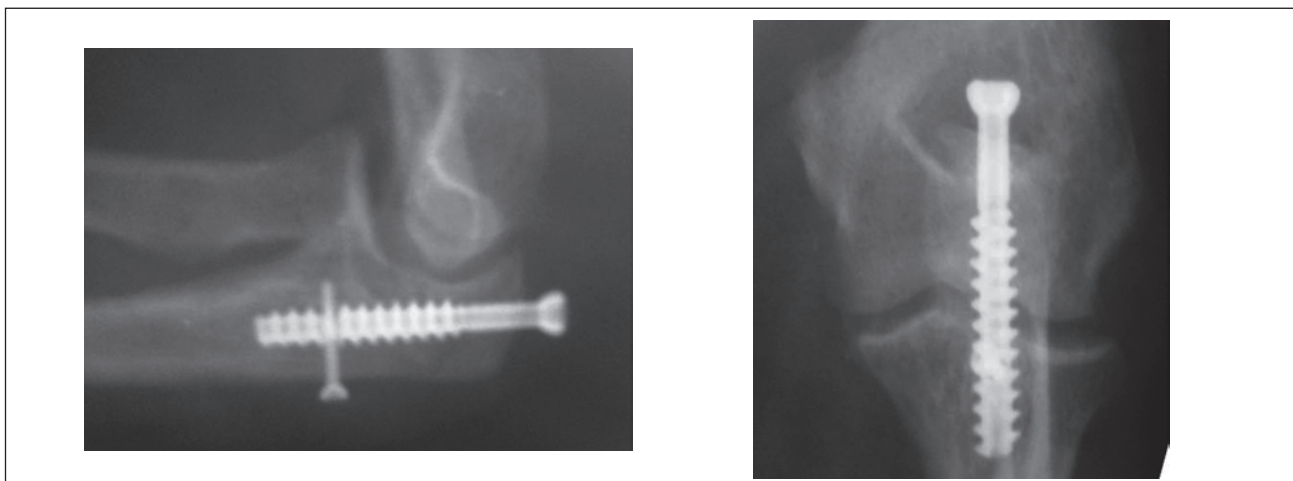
Пацієнтка К. Рентгенограми через 1 місяць після оперативного втручання
